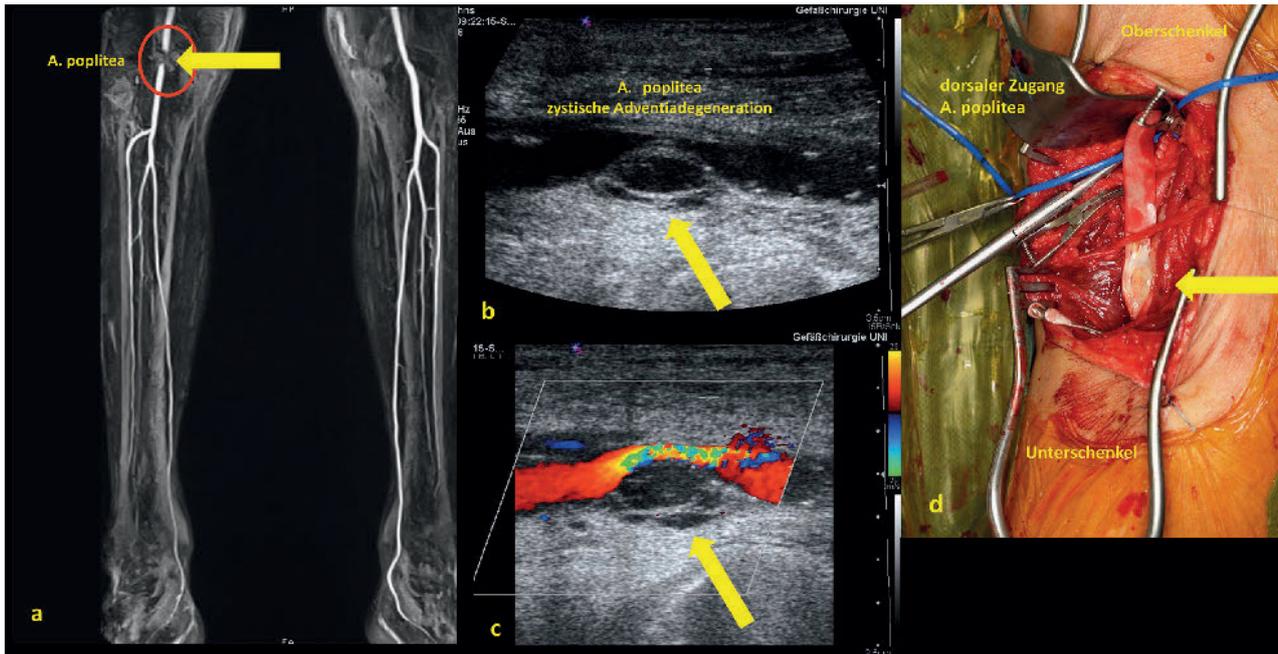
Zystische Adventitiadegeneration in der A. poplitea; a) MR-Angiographie mit Stenose in der A. poplitea in Summationstechnik; b) B-Bildsonographie mit Längsschnitt in der Kniekehle und Zystendarstellung (gelber Pfeil) in der Wand der A. poplitea; c) Farbduplexsonographie der A. poplitea im Längsschnitt in der Kniekehle mit Kompression (Stenose) und Flussbeschleunigung (Aliasing der Farbe) durch die Zyste; d) Operations situs mit dorsalem Zugang zur Kniekehle mit Darstellung der länger eröffneten A. poplitea und bereits teilweise eingnähtem bovines Patch, (Zyste gelber Pfeil)
